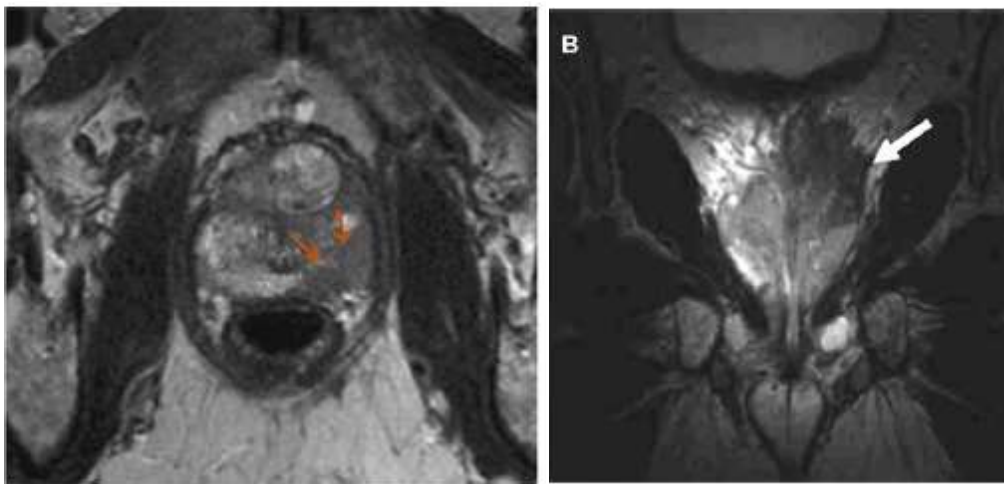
RM multiparamétrica. Cortes transvesal y coronal con lesión sugestiva de CAP con extensión extracapsular (149).
